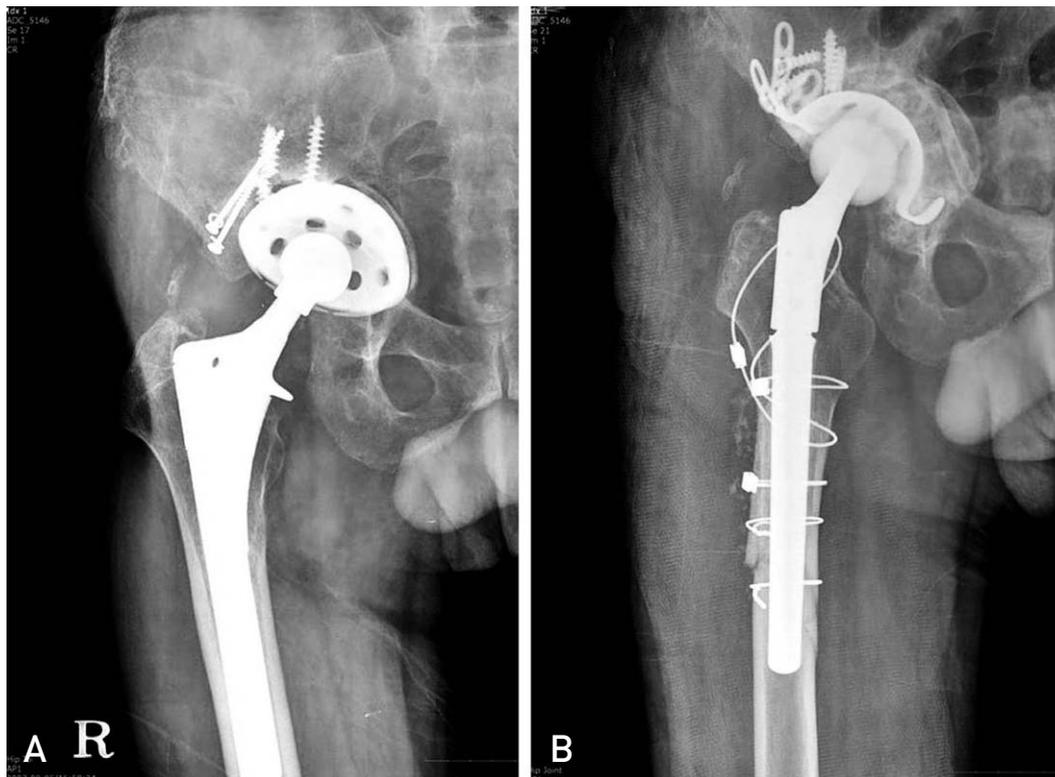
A 55 year-old man underwent revision surgery with Lima MP stem. (A) Preoperative radiograph showing a loosening and migration of the cementless acetabular cup, and a stable femoral stem with a skirted long neck. (B) Radiograph made five years postoperatively, showing a well fixed acetabular cemented cage and a stable modular femoral stem with multiple cerclage.
